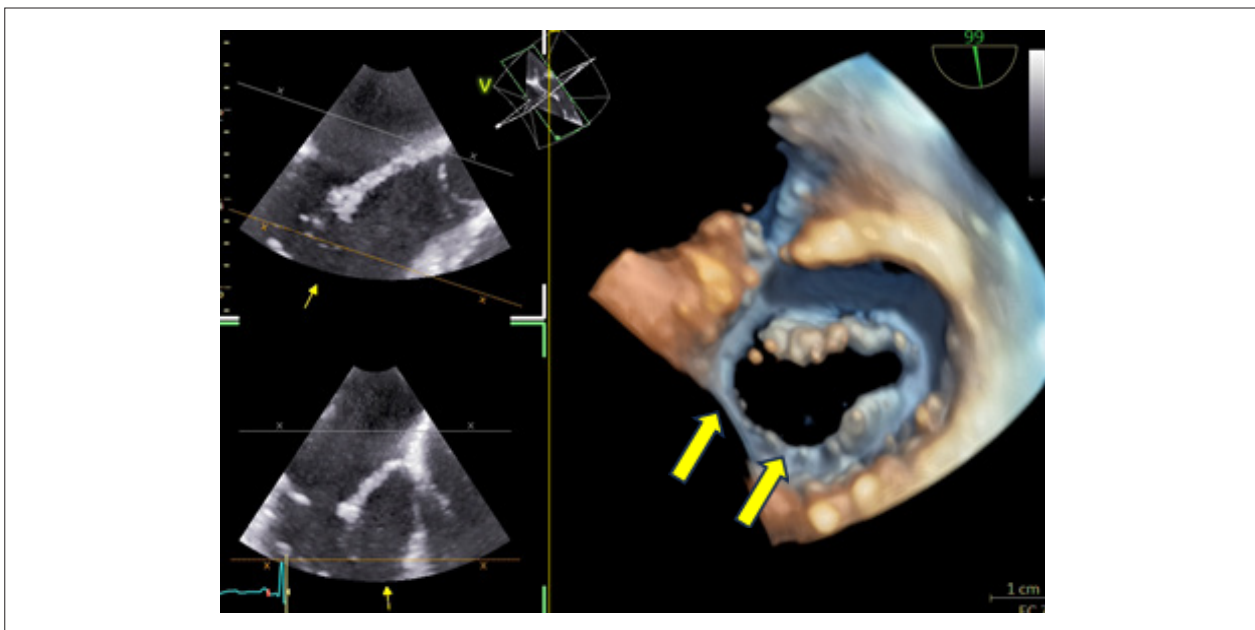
Ecocardiograma transesofágico tridimensional com visão ventricular da VM evidenciando hipoplasia parcial da CP (segmentos P2 e P3 – setas amarelas).
